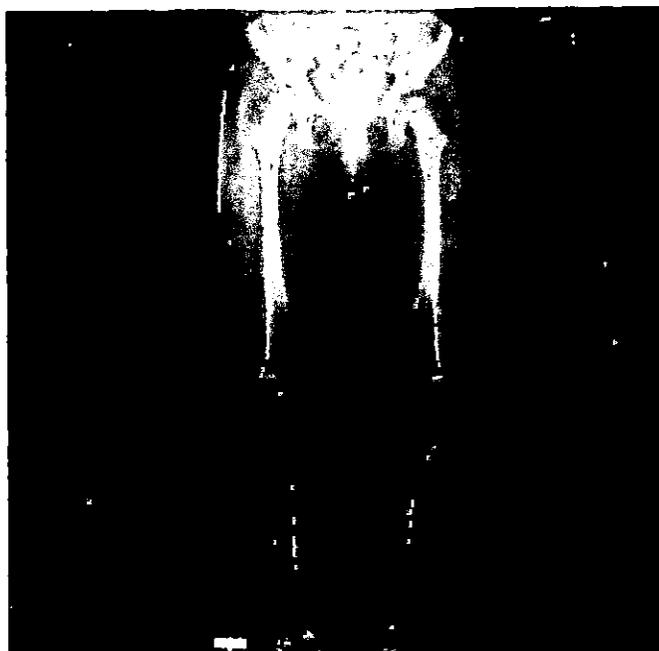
Radiografia panorâmica dos MMII em ortostase
